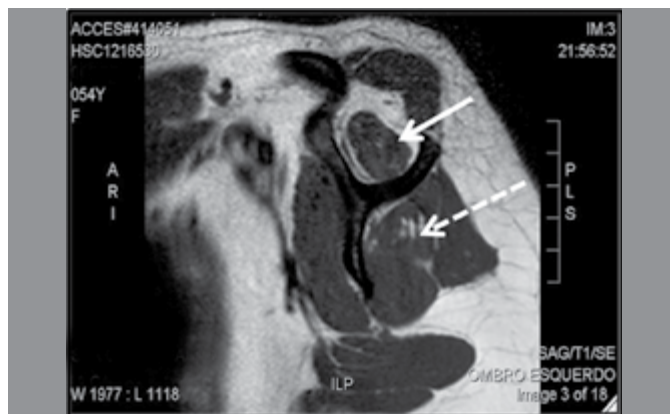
RM na sequência sagital oblíqua ponderada em T1, músculo supraespinal indicado pela seta cheia e músculo infraespinal indicado pela seta pontilhada.
